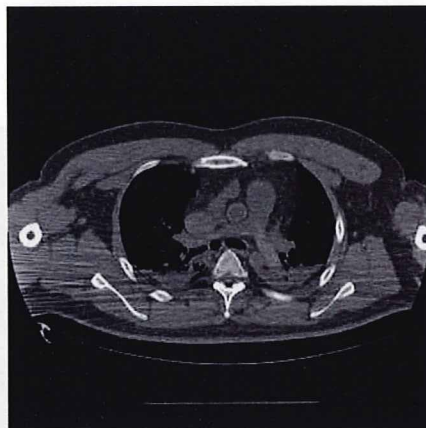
急性心筋梗塞に対して冠動脈のステント留置術2日目に急死。遺体のMRI画像。肺動脈幹から左右の本幹にかけて内腔が不均一に見えるが、この所見がアーチファクトである可能性は否定できず、血栓の存在を確実に指摘できない。
